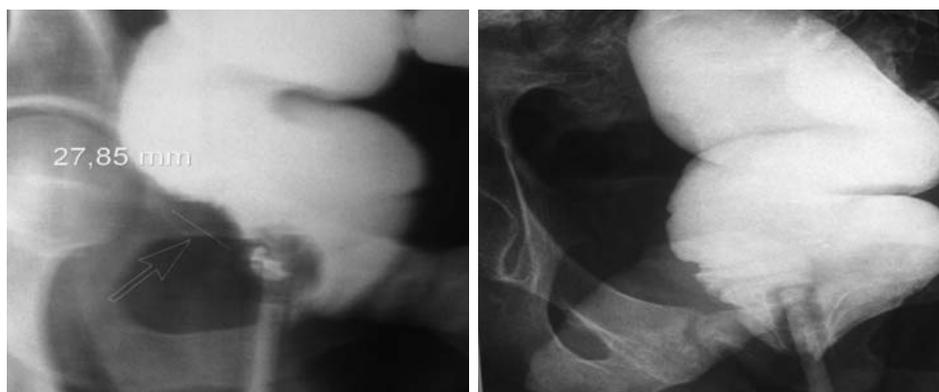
Рентгенологическая картина до- и после предоперационной терапии
